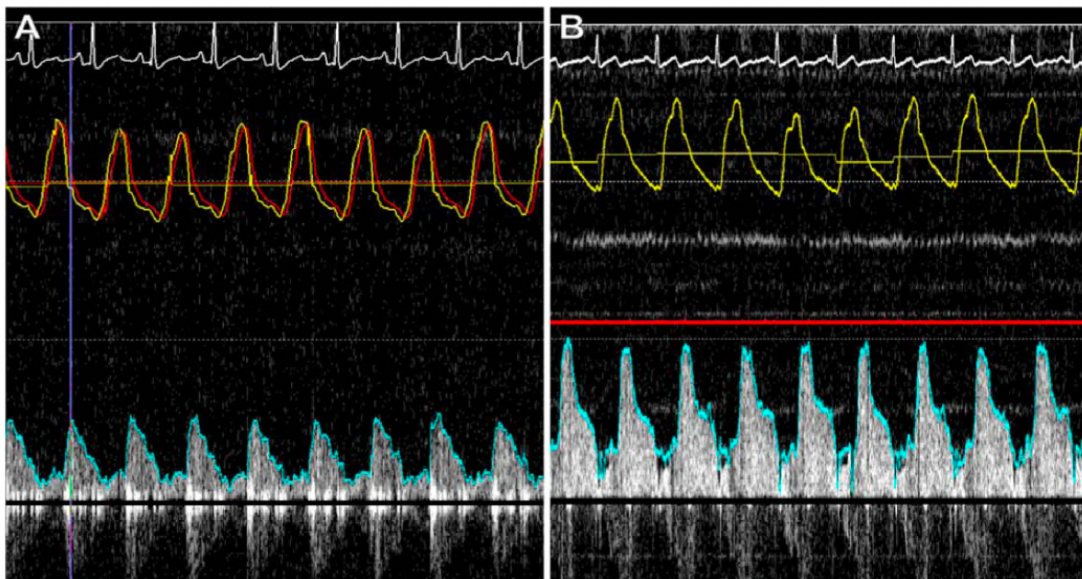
Phénomène de "finger tip" au cours des mesures doppler intracoronaire :
